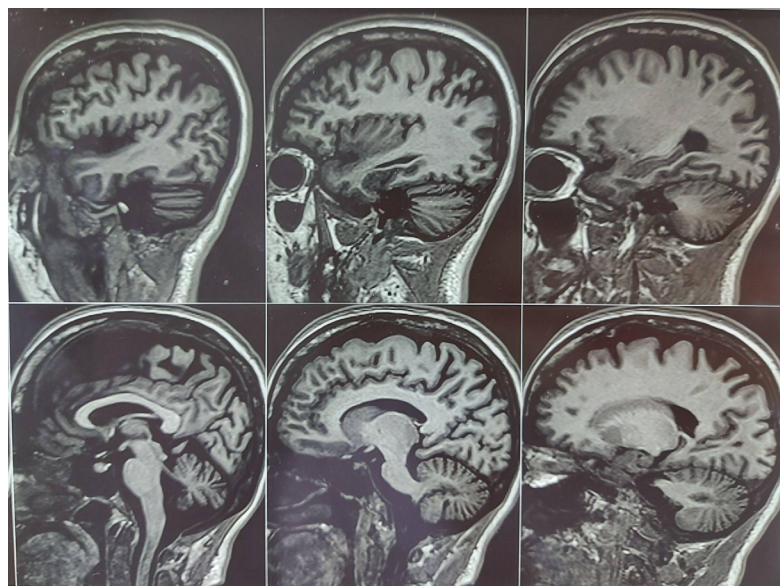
Ressonância Magnética em T2 FLAIR em corte sagital da paciente com Xantomatose Cerebrotendínea mostrando atrofia cerebral e cerebelar.
